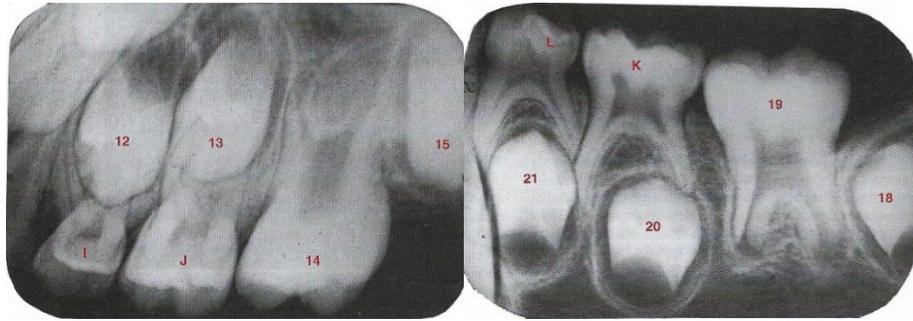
Radiografía dental superior e inferior de un niño de 8 años en dentición mixta, donde se observan los primeros y segundos molares de la dentición primaria (I, J, K y L) junto con el primer molar superior permanente erupcionado (14 y 19). También se puede apreciar las coronas de los premolares (12, 13, 20 y 21) en etapa de formación justo entre las raíces de los molares superiores e inferiores temporales ligeramente exfoliados, así como también, las coronas de los segundos molares permanentes (15 y 18) en etapa de formación.
